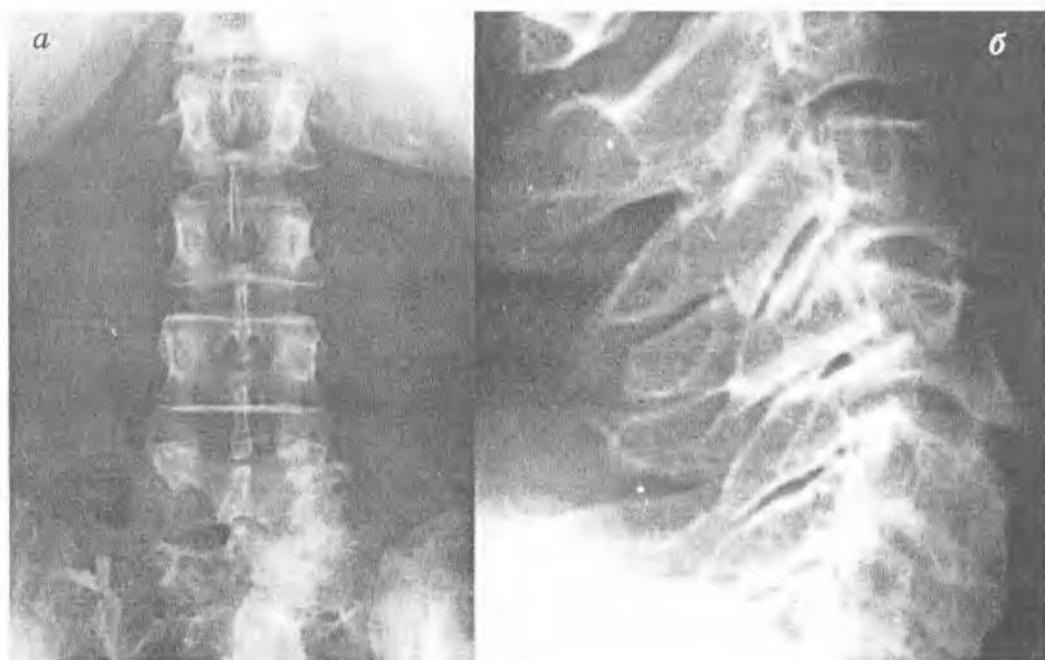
Рентгенологические признаки остеохондроза: *а* — сужение межпозвоночного промежутка; *б* — склероз замыкательных пластинок, наличие остеофитов
